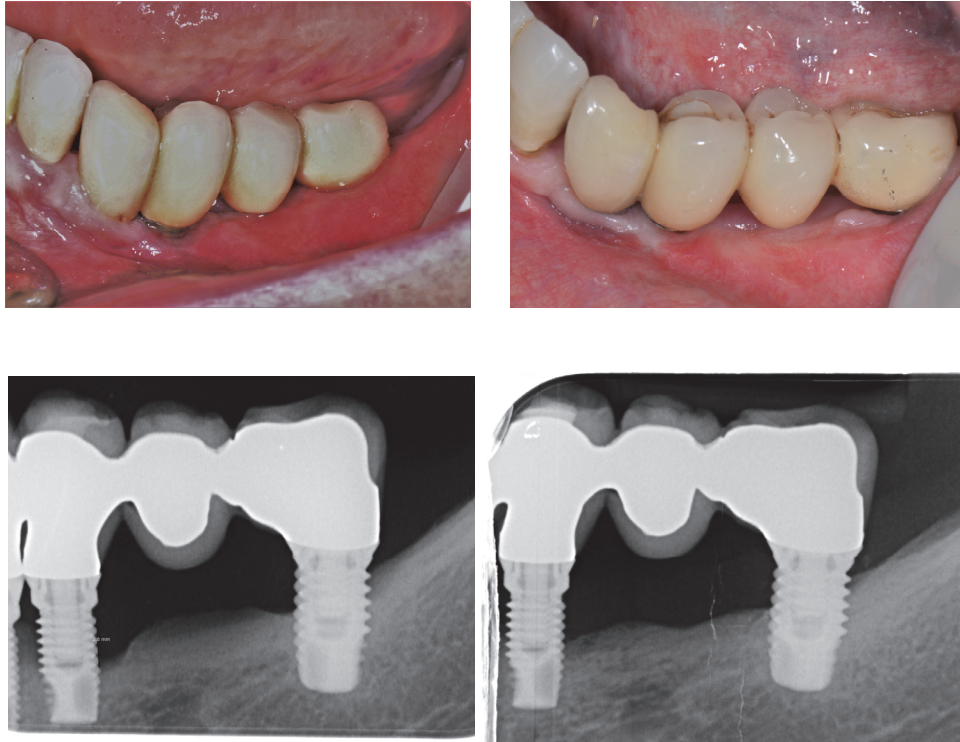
Situation clinique et radiographique initiale (à gauche) et à 6mois (à droite) (UFP)
